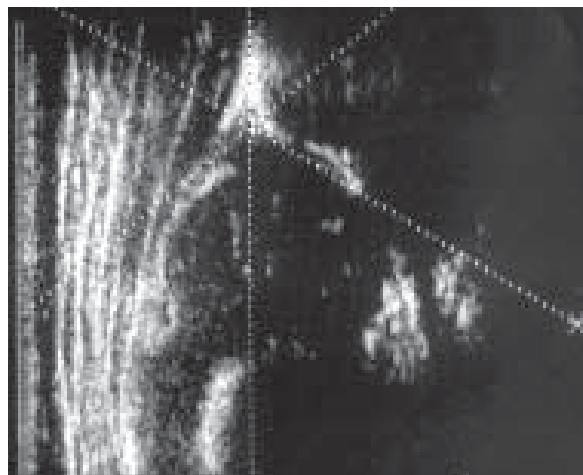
24. Șold displazic stadiul II B. Ecografie. Unghiul alfa 55°.
